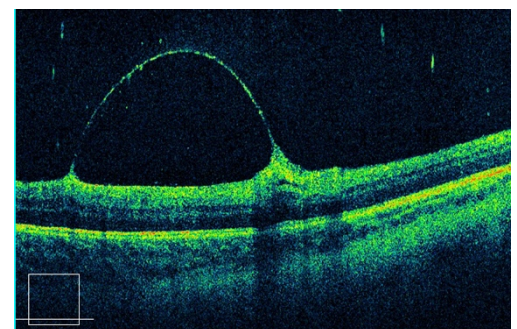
Optical Coherence Tomography montrant une hémorragie rétinienne en dôme
